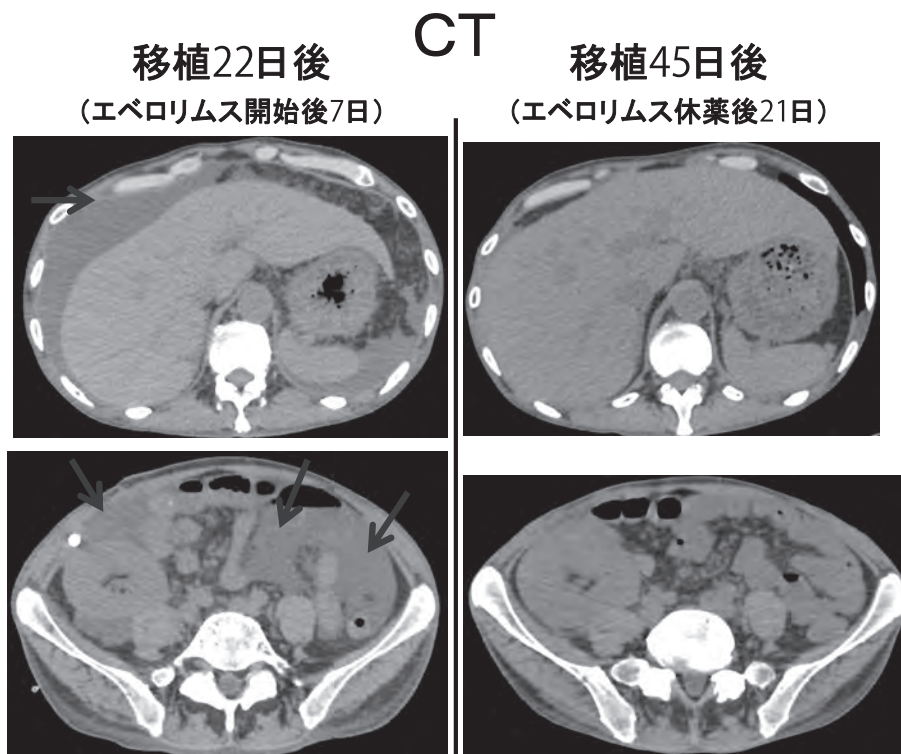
腹部単純CT。矢印は腹水を示す。移植45日後では、腹水がほとんど消失している。
